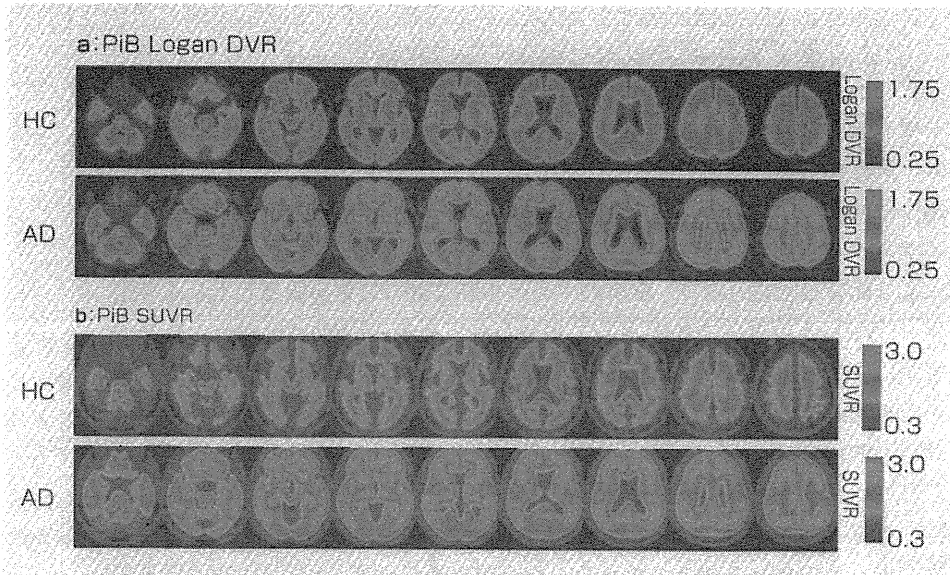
^{11}C -PiB PETの健常者とアルツハイマー病患者における典型画像
